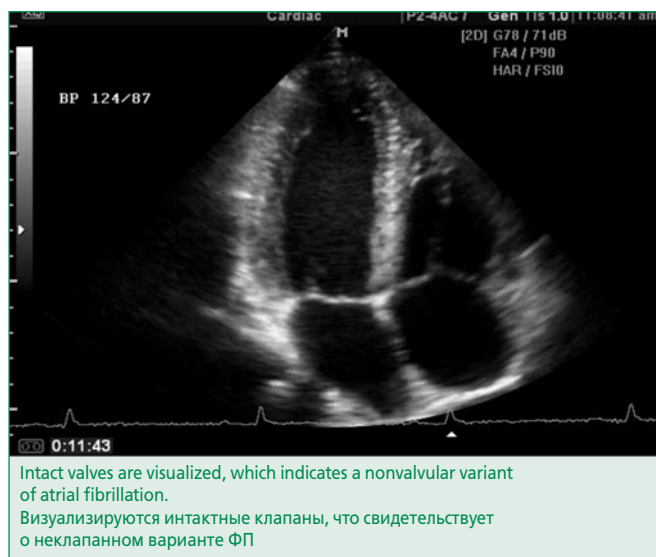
Echocardiography performed at the time of admission to the cardiology department
